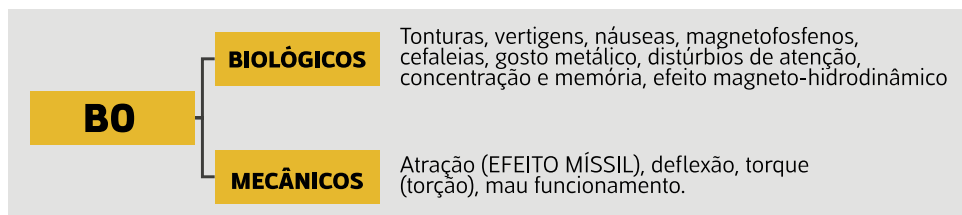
Riscos e efeitos biológicos e mecânicos relacionados com B0 em RM.
